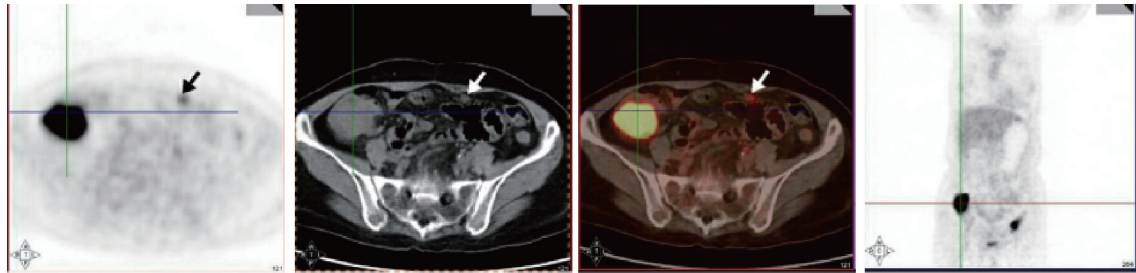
高级别浆液性腺癌复发与炎性细胞浸润¹⁸F-FDG PET/CT表现
